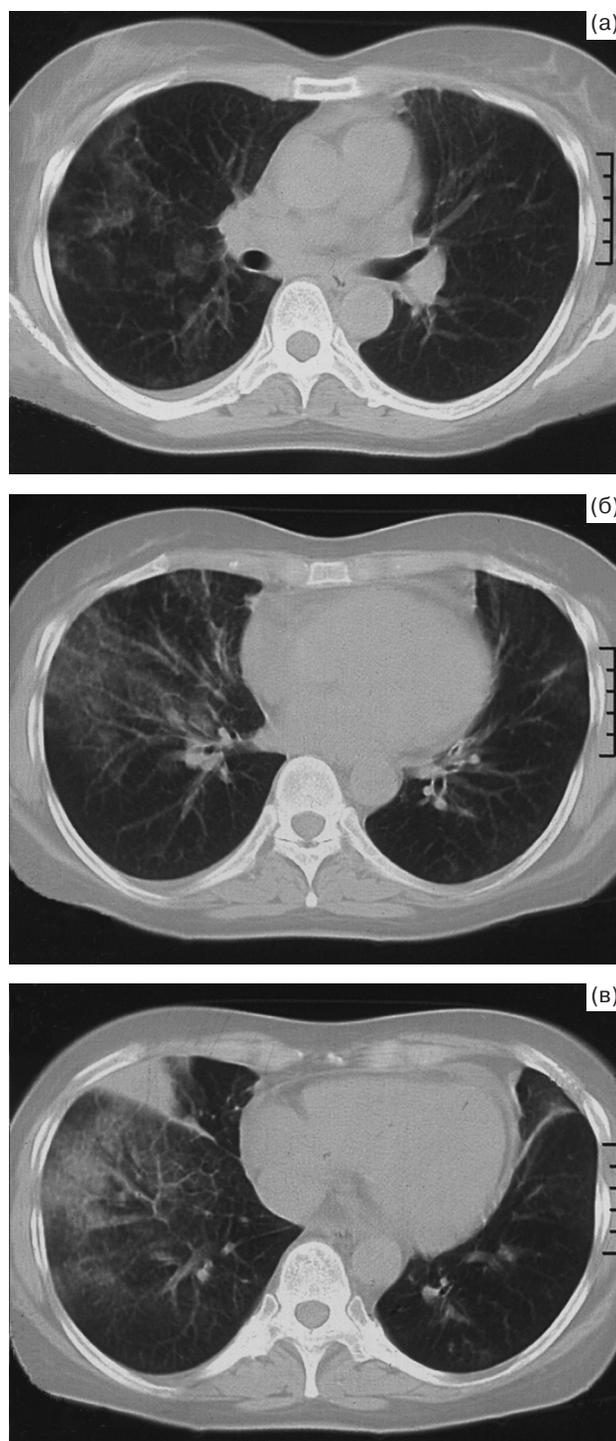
Компьютерная томография легких больной О. (июль 2006 г.): участки “матового стекла”, усиление легочного рисунка, уплотнение межсегментарных и межлобулярных перегородок, уплотнение легочной ткани (консолидат) справа.
